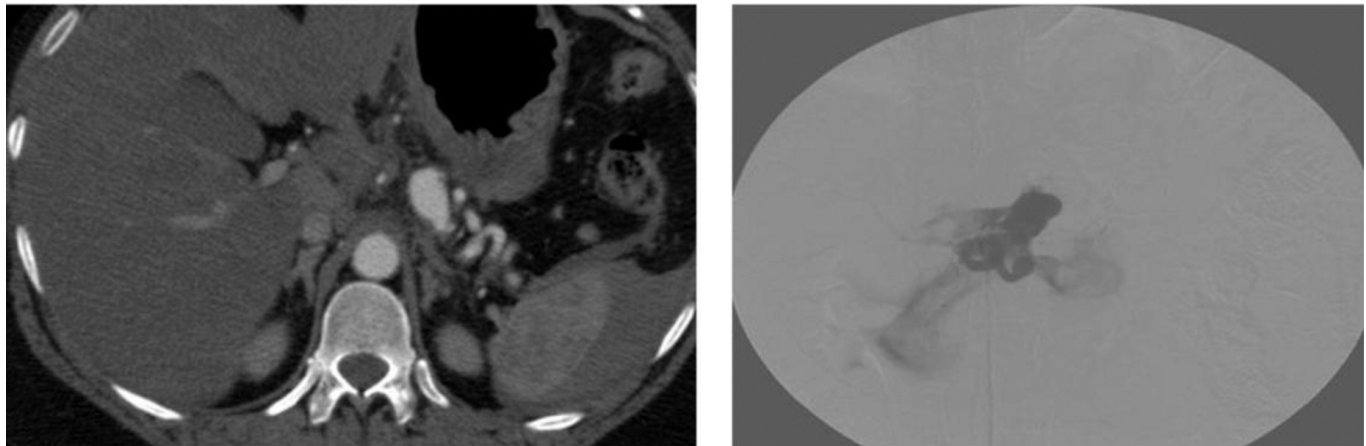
58-year-old woman with abundant GI bleeding because of the spontaneous splenic artery rupture in the CT image (a). Conventional angiography shows splenic aneurysm and extravasation (b).
